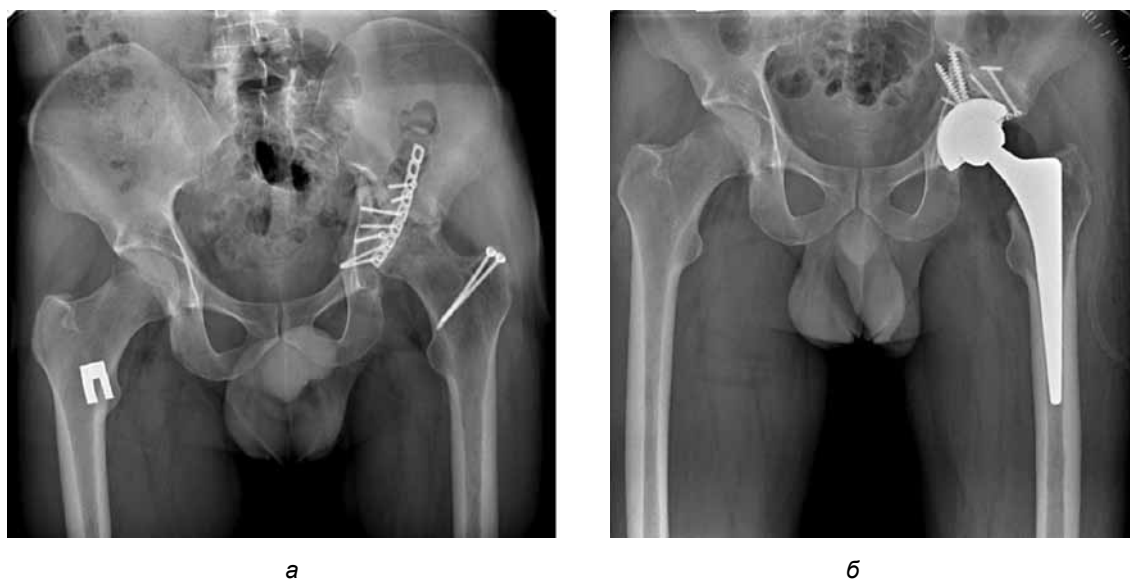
Рентгенограммы пациента Т.: а – до операции, б – после операции
